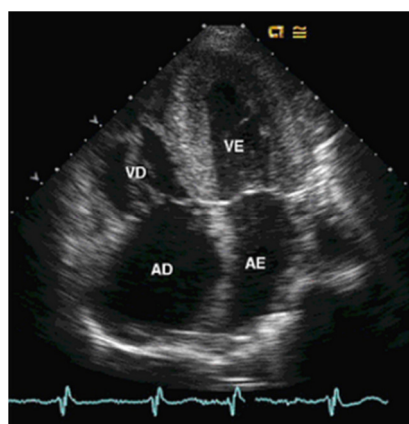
Hipertrofia do VE visível em apical 4 C. Note-se a igual espessura do septo e parede lateral. Otto C, et al⁴⁷
